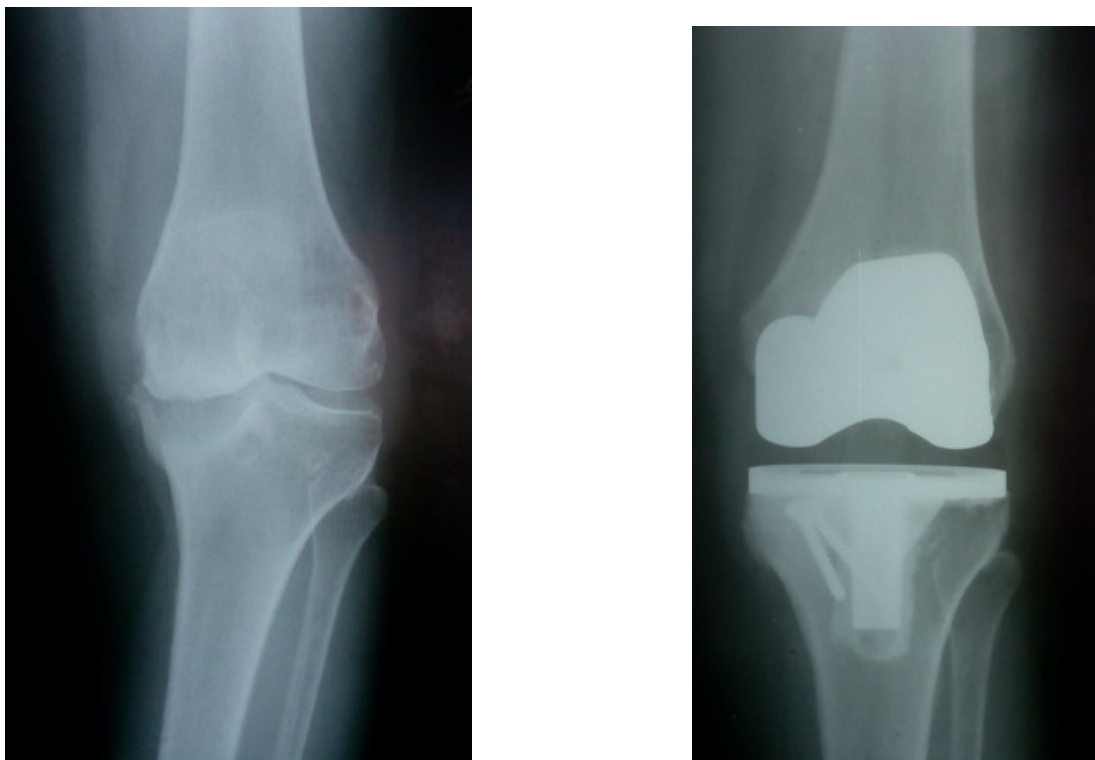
Пример замещения дефекта медиального отдела большеберцовой кости костным аутооттрансплантатом. Пациентка 3., 67 лет, рентгенограммы до и после операции.
